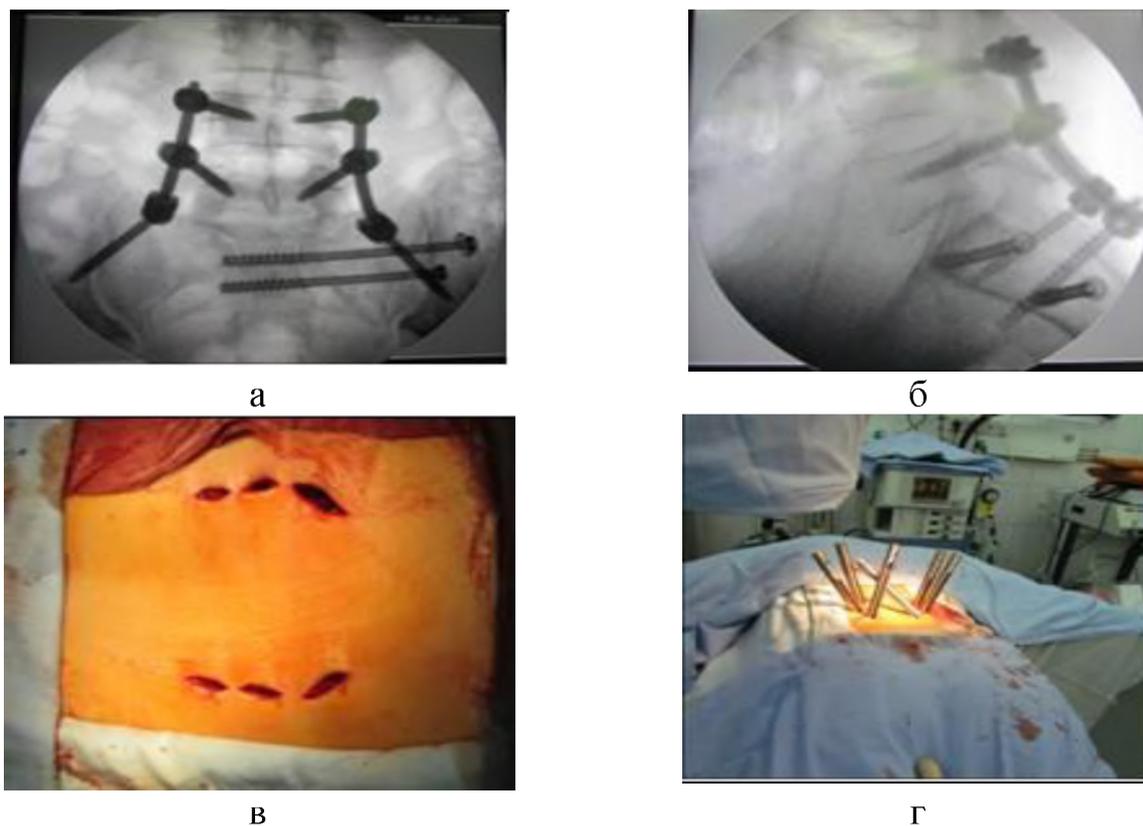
Интраоперационные рентгенограммы таза и внешний вид операционной раны пострадавшего П., 43 лет, и.б. 64597: а – прямая проекция; б – боковая проекция; в – г – внешний вид доступов-проколов и коннекторов-направителей, установленных на головках транспедикулярных винтов
